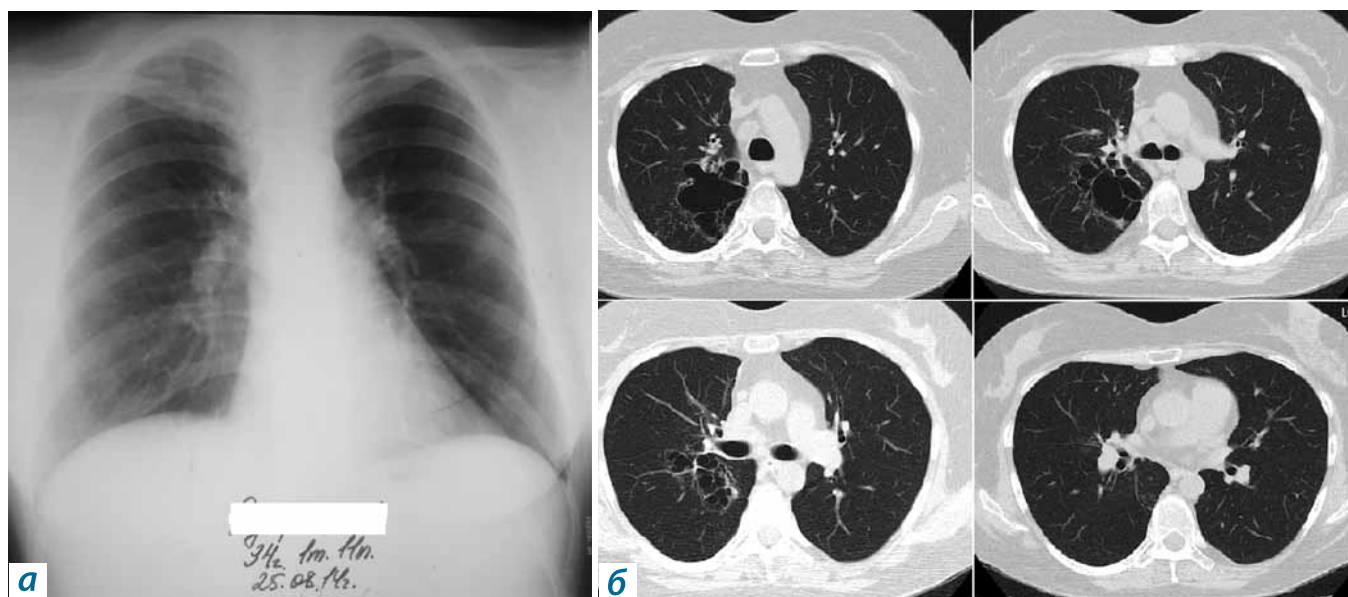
Рентгенологическое исследование больной Р. от 25.08.2014 г.:
